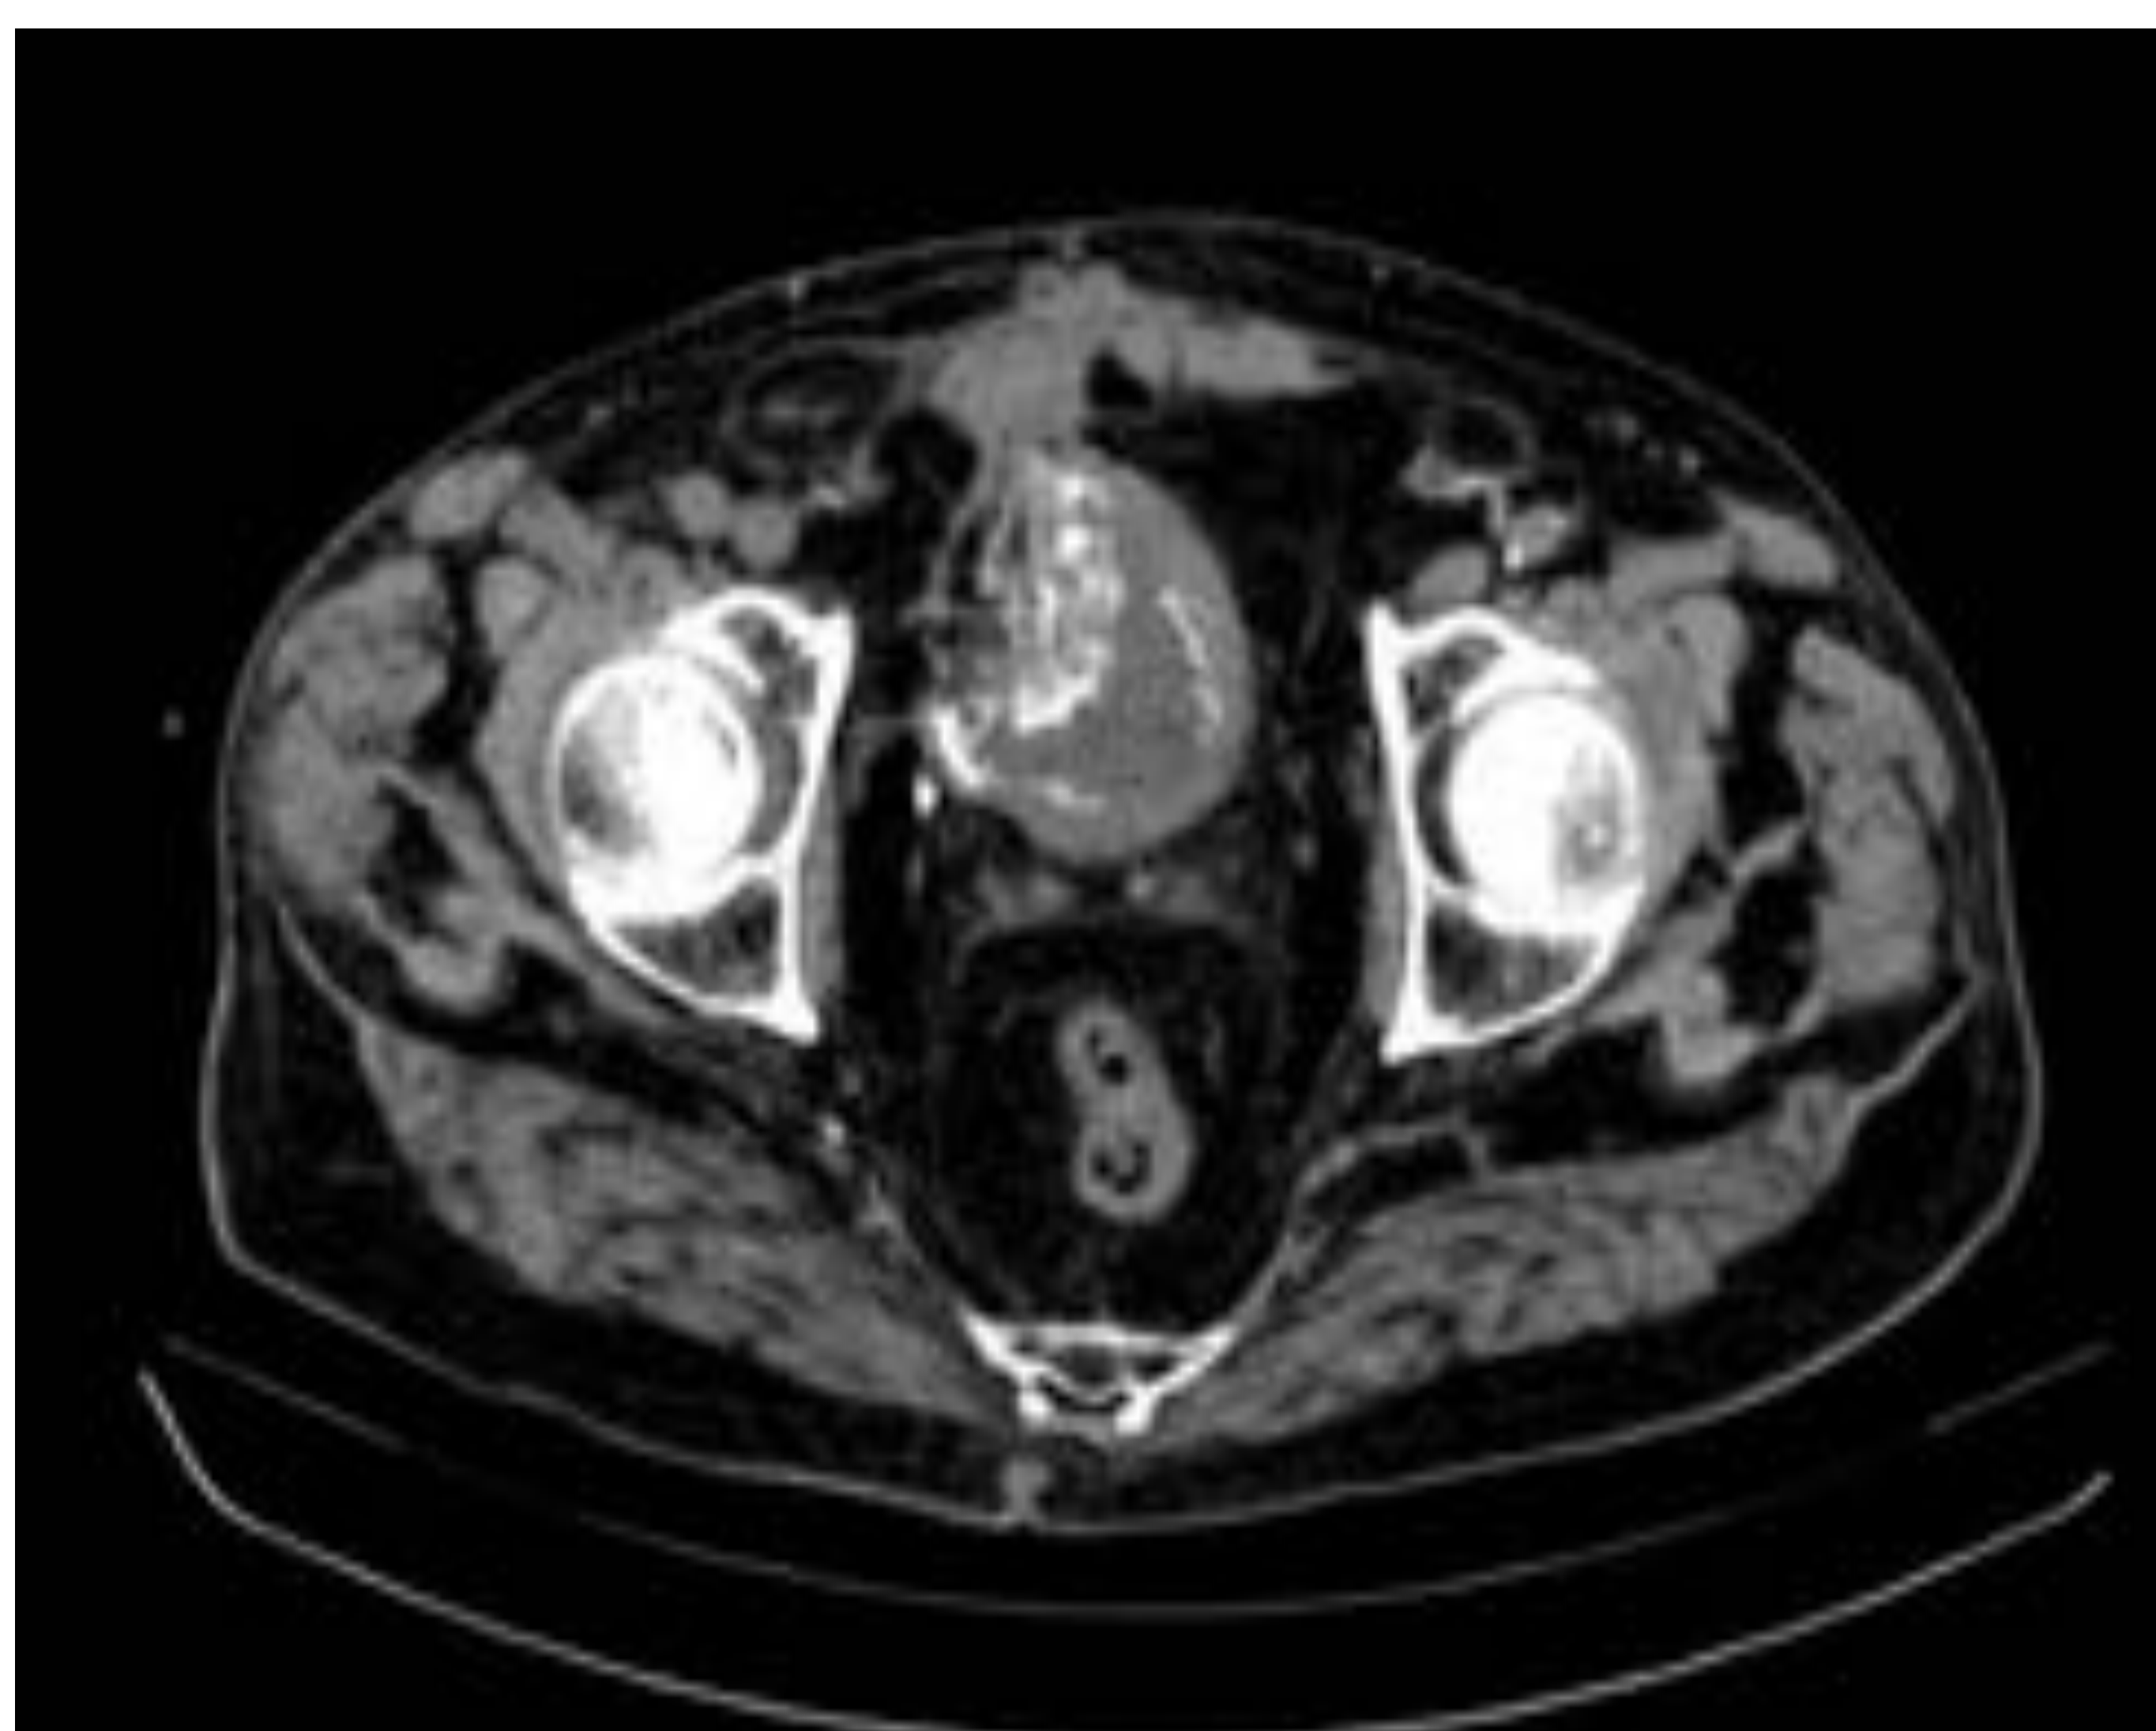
Paciente intervenido de cistectomía con técnica de Bricker hace una semana con clínica de distensión abdominal fuga de orina por el drenaje abdominal. En las dos primeras imágenes de TC en planos coronal y axial, se identifica una colección en fosa ilíaca derecha, adyacente a la ileostomía, de 10 cm de tamaño. Se observa también dilatación de asas de de intestino proximal a la anastomosis en la asa de delgado, en relación con cuadro oclusivo. En las imágenes inferiores, se observa en el lecho quirúrgico una pseudocolleción alargada de 8,5 cm de diámetro mayor.
